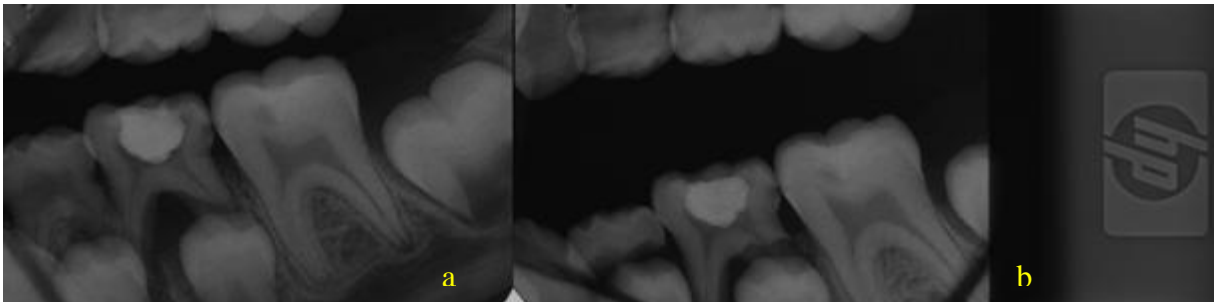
Radiografias interproximais do elemento 36: paciente número 135 nos momentos avaliados; a) imediatamente após as intervenções e em b) após seis meses
